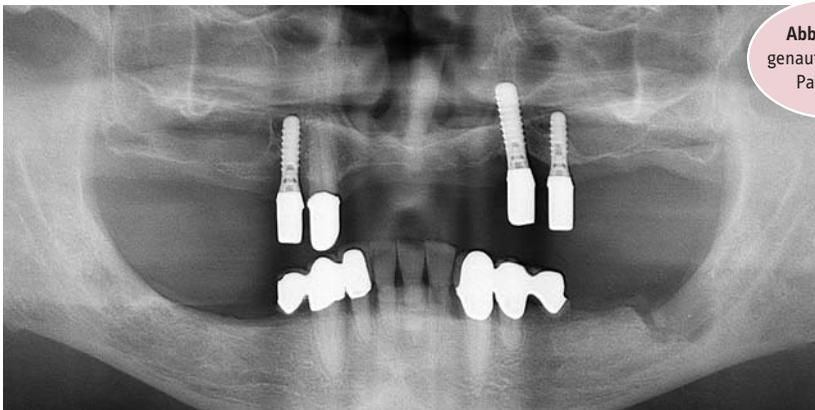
Röntgenaufnahme des Patienten.
